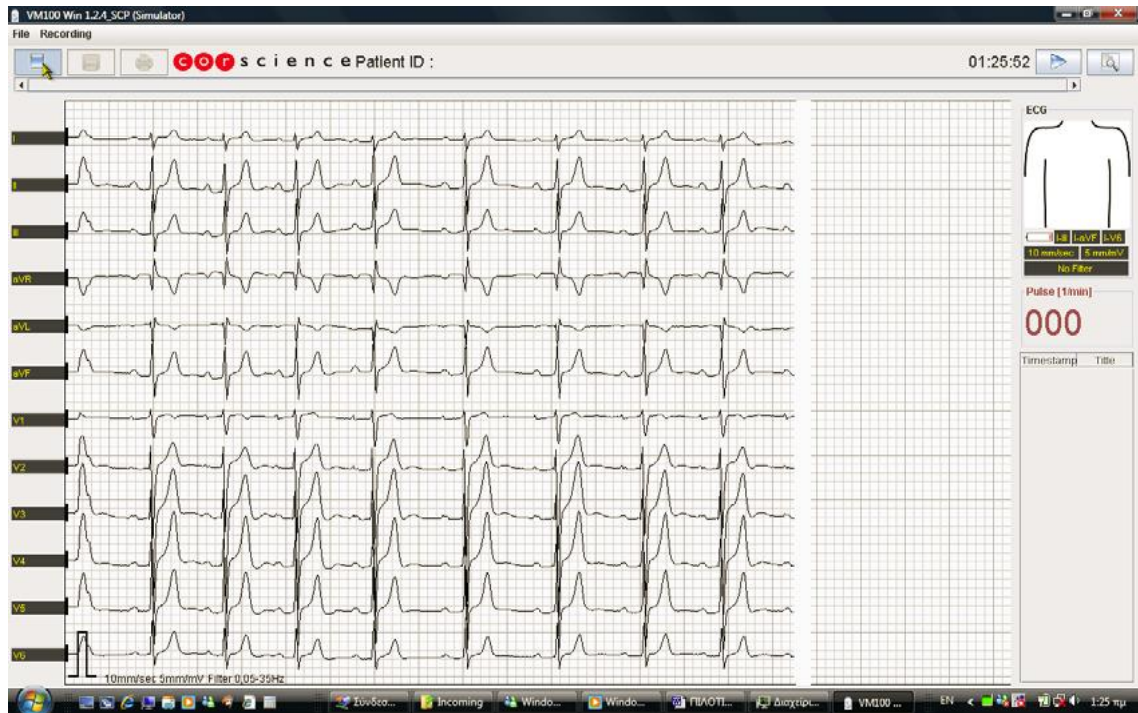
Καρδιογράφος BT12
